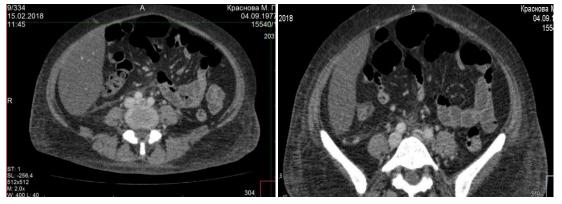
Ангио-КТ с контрастированием Окклюзирующий тромбоз всего бассейна левых подвздошных вен (Аксиальная проекции. Паренхиматозная фаза контрастирования)
